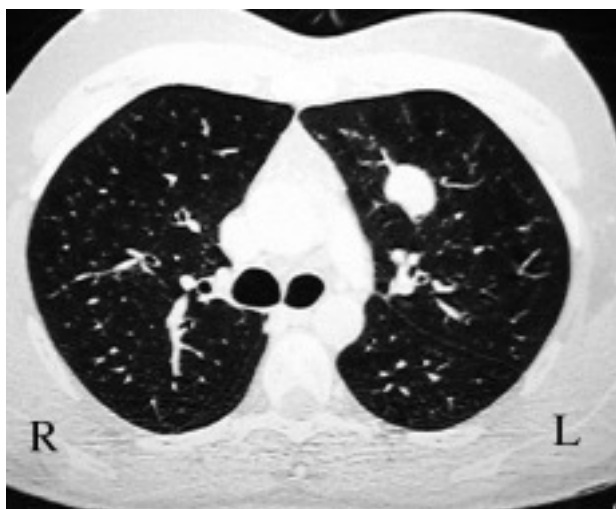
Tomografía axial computarizada torácica donde se aprecia una lesión intraparenquimatosa pulmonar bien delimitada, cuyo diagnóstico tras la cirugía fue deseudotumor inflamatorio.
